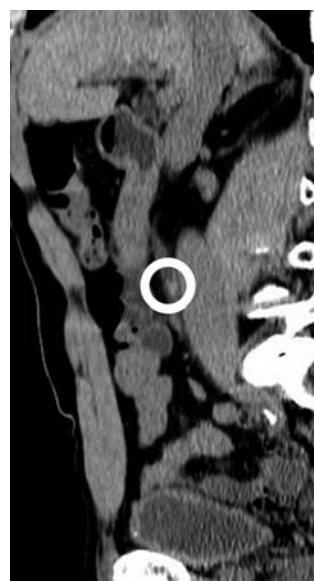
Plain abdominal-pelvic CT (sagittal view) at the time of renal colic showing relatively radiolucent stone in the right upper ureter.
